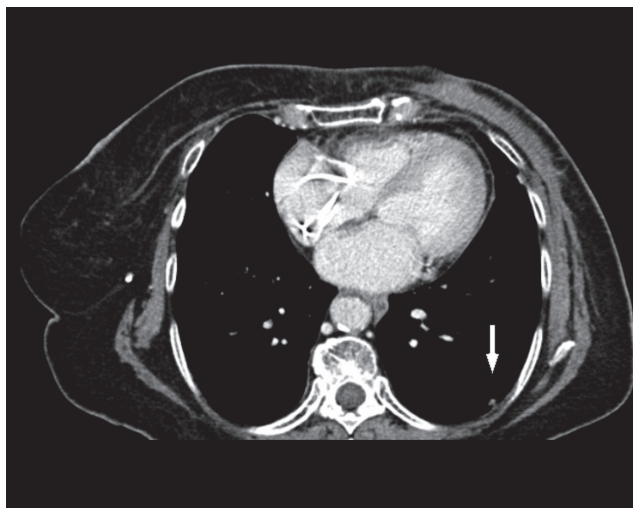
Tomografia computerizzata (TC) polmonare dopo la terapia di II linea.
